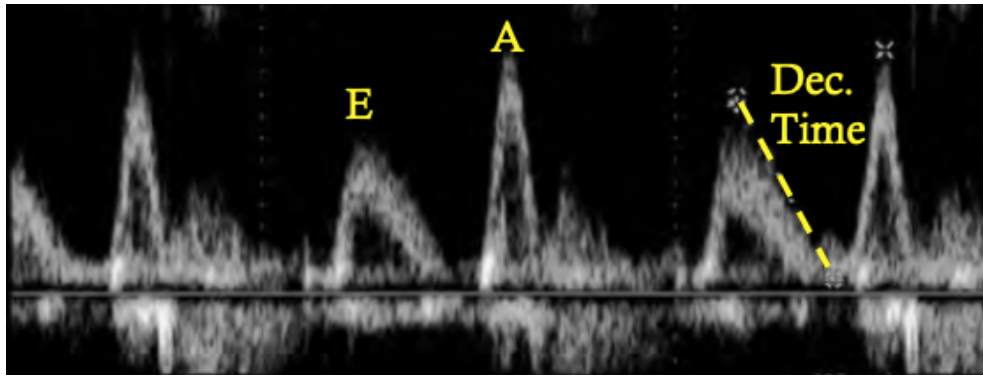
Berbagai pola gambaran parameter ekokardiografi doppler pada berbagai tingkat disfungsi diastolik ventrikel kiri (dikutip dari: Faggiano P, Vizzarda E, Pulcini E, et al: *The study of left ventricular diastolic function by Doppler echocardiography: the essential for the clinician. Heart international. 2007;3(1-2):42-50.* )
